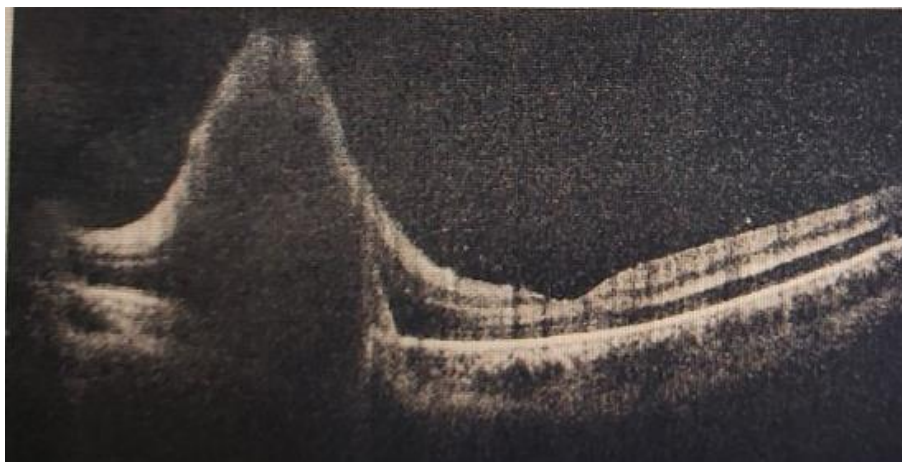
Оптическая когерентная томография левого глаза
